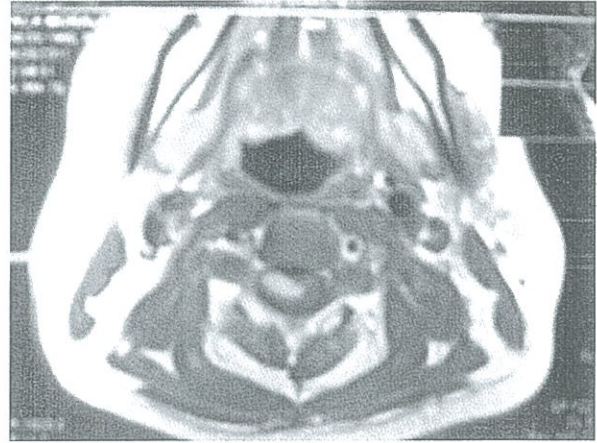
RMN axial de columna cervical que demuestra que tras la administración de contraste endovenoso se realiza en forma homogénea.
